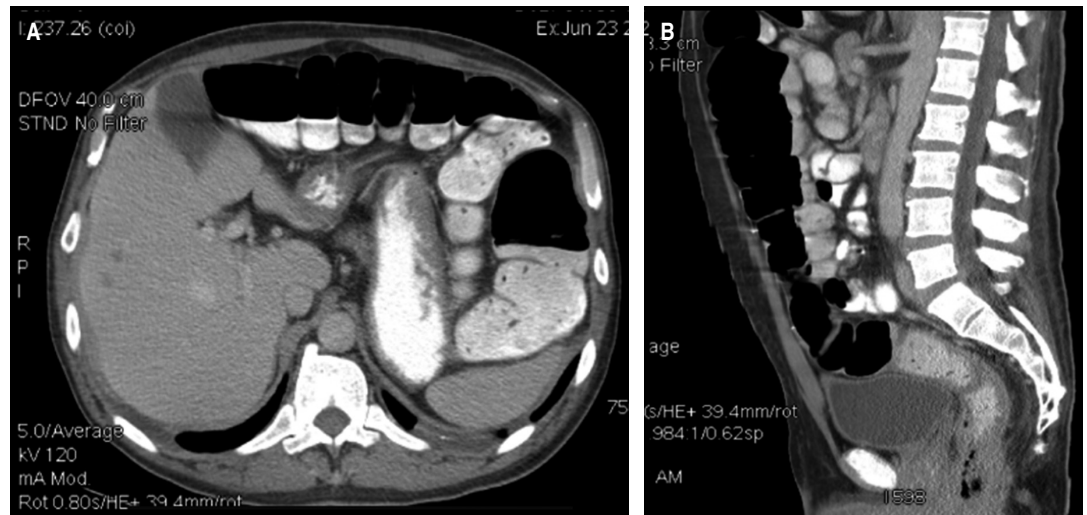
Tomografía contrastada de abdomen. A) Corte axial, se evidencian lesiones focales hipodensas en hígado correspondientes a metástasis. B) Corte sagital, se aprecia engrosamiento de la pared del recto, así como cambios inflamatorios al mismo nivel.
